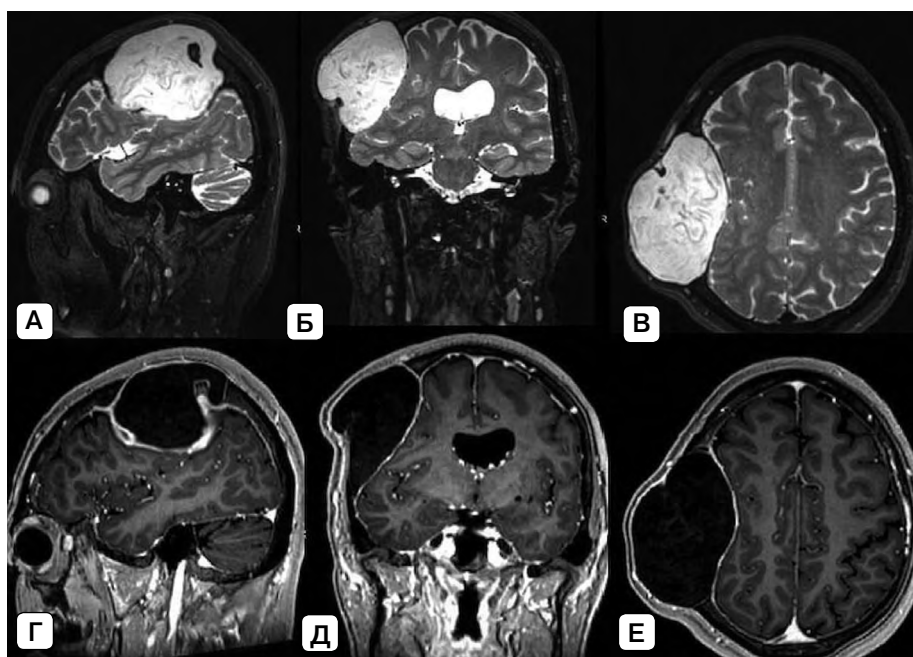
МРТ головного мозга в T2-режиме (А – сагиттальная проекция; Б – коронарная проекция; В – аксиальная проекция) и МРТ головного мозга с контрастным усилением в T1-режиме (Г – сагиттальная проекция; Д – коронарная проекция; Е – аксиальная проекция). Источник: составлено авторами
